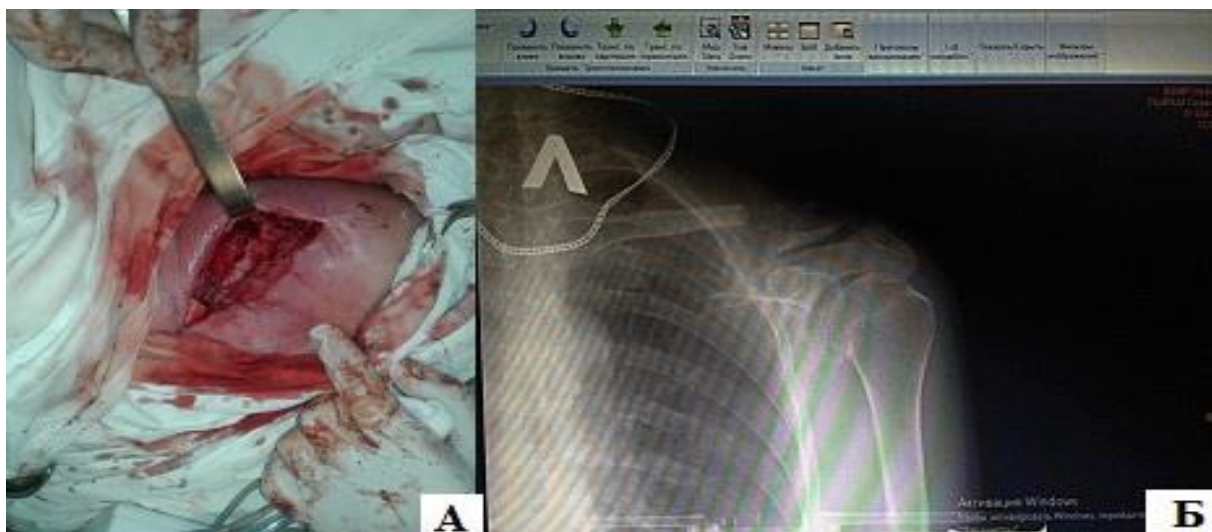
Выполнение сегментарной резекции левой ключицы у пациента О., 61 года: А – интраоперационное фото после резекции акромиальной части; Б – рентгенограмма левой ключицы после оперативного лечения
